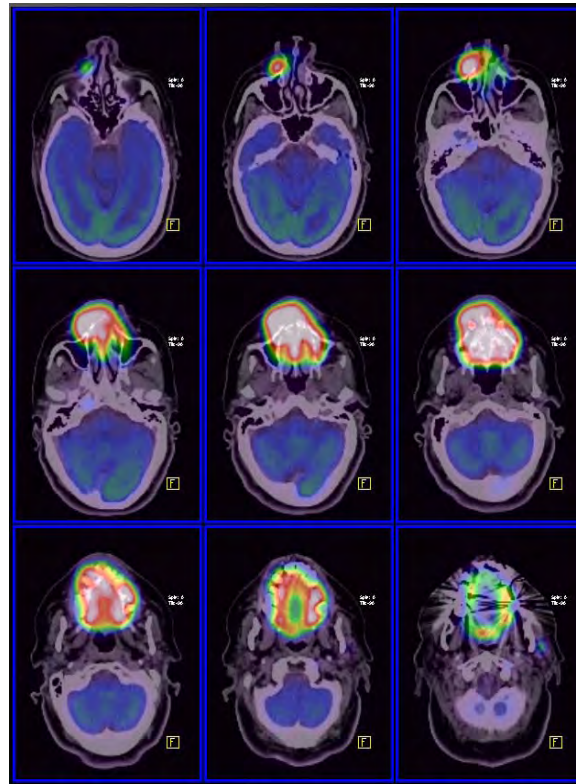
Estudio PET/CT (F.D.)
